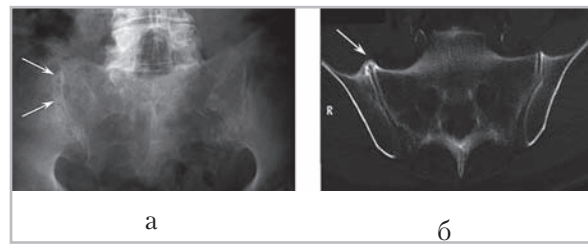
Диффузный гиперостоз скелета: *a* — стандартная рентгенограмма КПС в прямой проекции. Выявляются костные мостики, перекидывающиеся через полость правого КПС (*стрелки*); *б* — компьютерная томограмма КПС в полукоронарной проекции. Отмечается оссификация капсулы правого сустава (*стрелка*), суставные щели прослеживаются на всем протяжении
